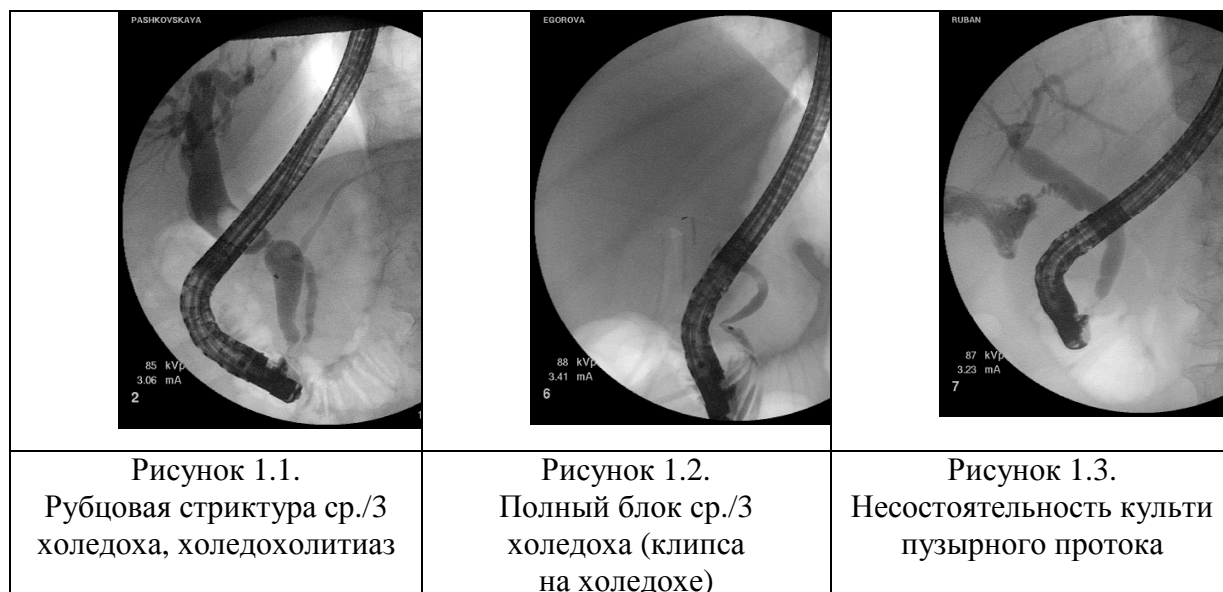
Рентген-фото выявленной патологии
